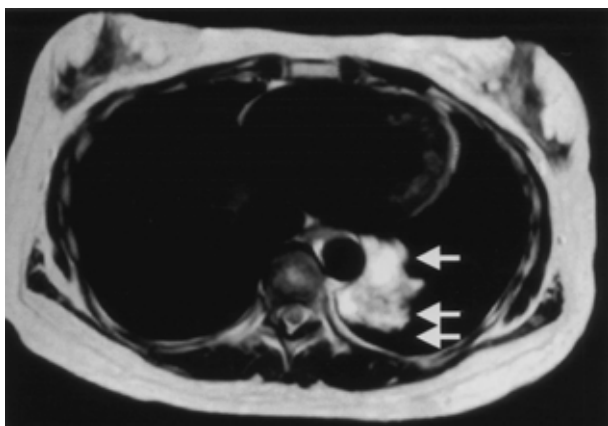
Chest MRI on April, 2000 showed a high intensity lesion(arrow)and low intensity lesion(arrows)in the left lower lung field.
